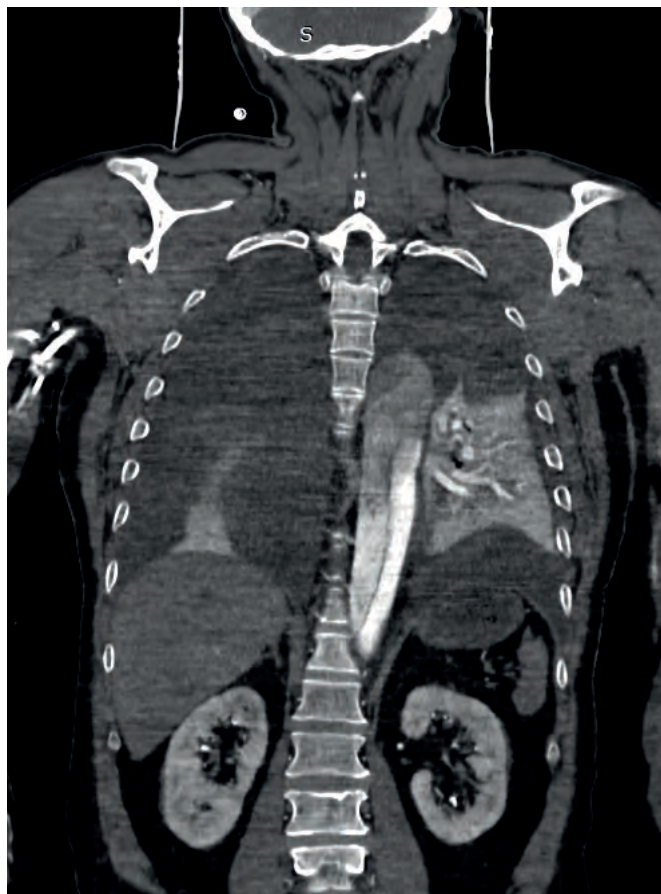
Angiotomografía de tórax con contraste intravenoso en corte coronal demostrando un lumen verdadero y falso en la aorta descendente.
